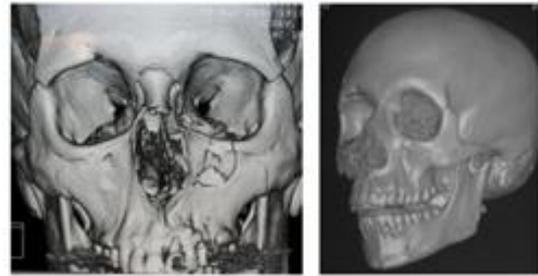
TC de macizo facial, reconstrucción 3D
